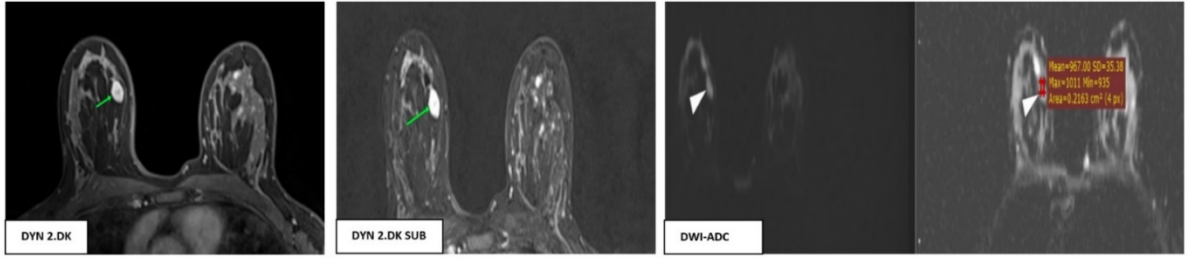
Olgu 2. Tam protokol MRG’ deki tüm sekanslarda sol meme iç kadranda iki adet invaziv duktal karsinoma odağı görülmektedir (yeşil oklar)
